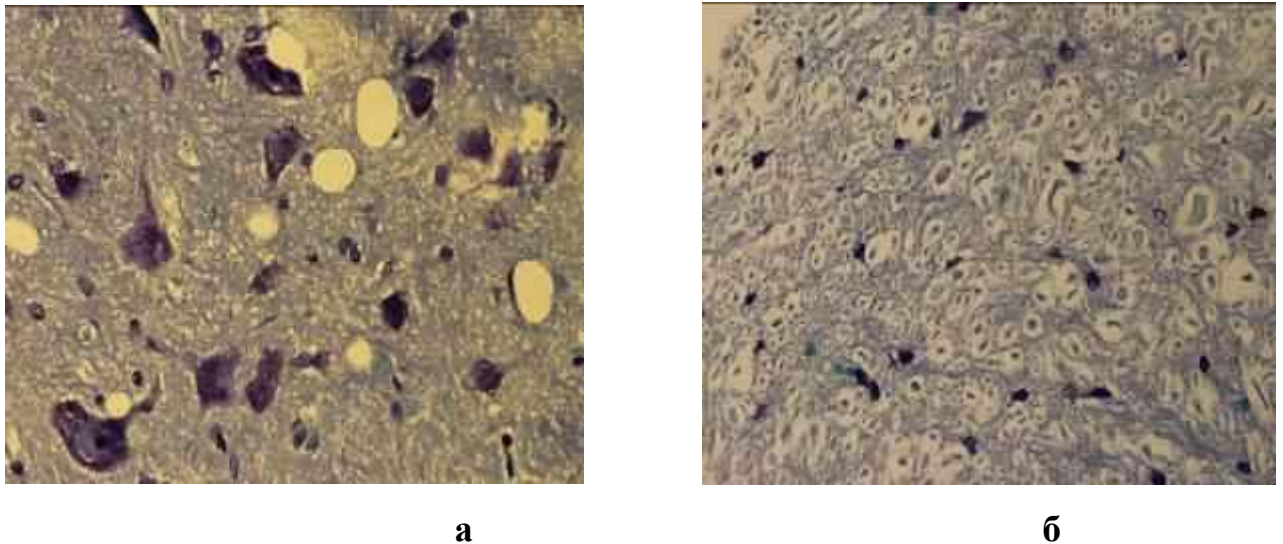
Сіра речовина спинного мозку щура з ЕАЕ після введення МСКТ. 60 доба. а - різні стадії пошкодження нейронів; б – структура сірої речовини. Пояснення в тексті. Забарвлення тіоніном. х 800
